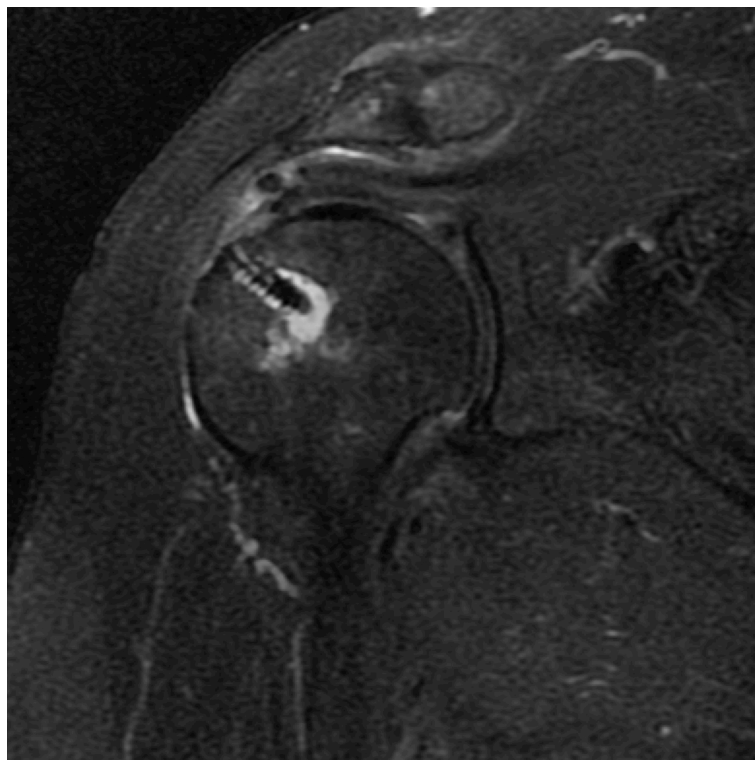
Imagem de ressonância magnética evidenciando tendão com alto sinal focal diferente de líquido
